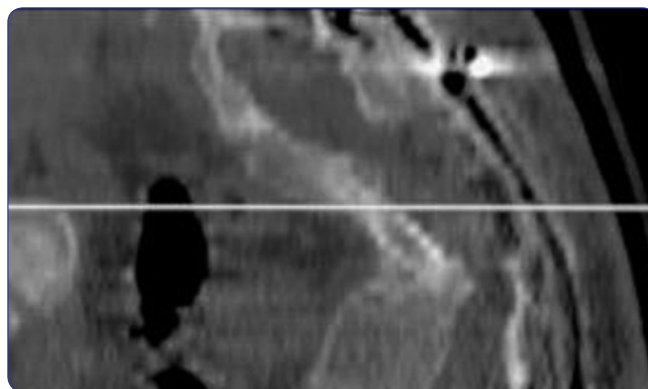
Resonancia posoperatoria que muestra la remoción completa de todo el tejido óseo detrás del injerto.
